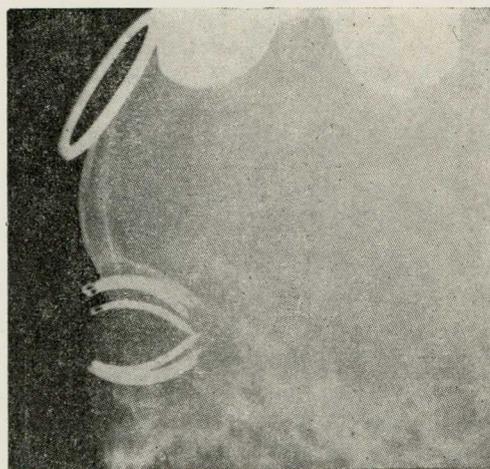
Radiografia lateral de um implante de radium um caso de retinoblastoma
